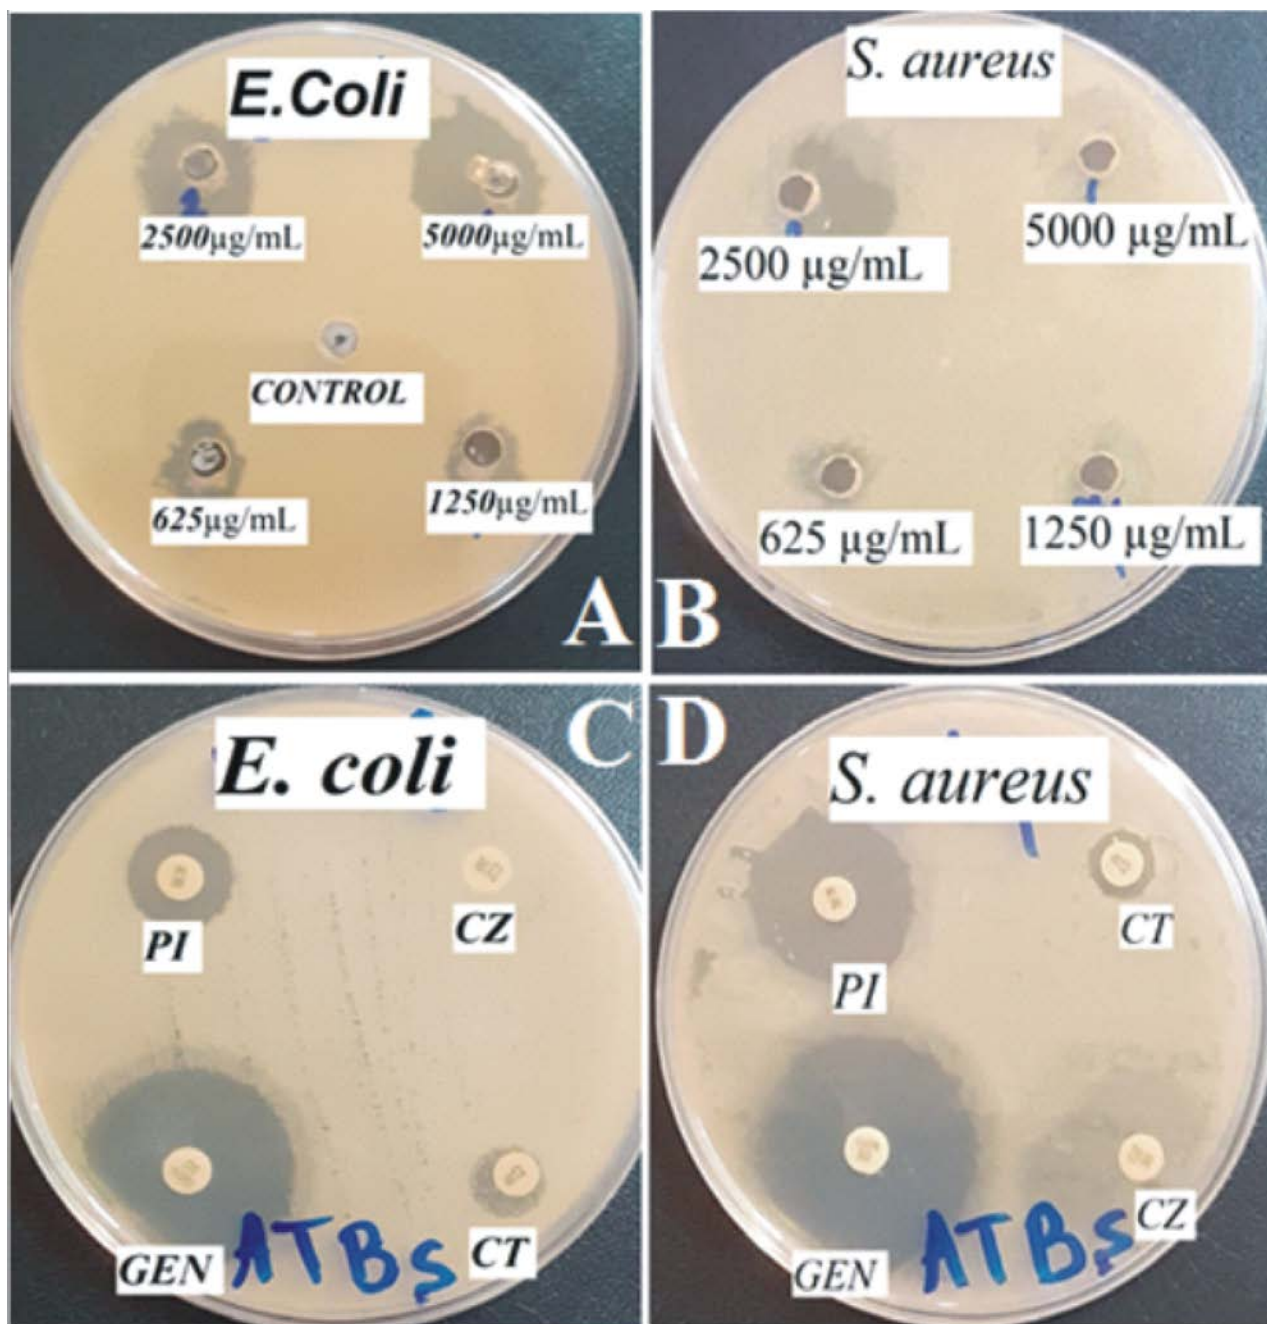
Results of the antibacterial activity of the tested antibiotics: Gentamicin (GEN), Cefazolin (CZ), Cefotaxime (CT), and Pipemidic acid (PI).
